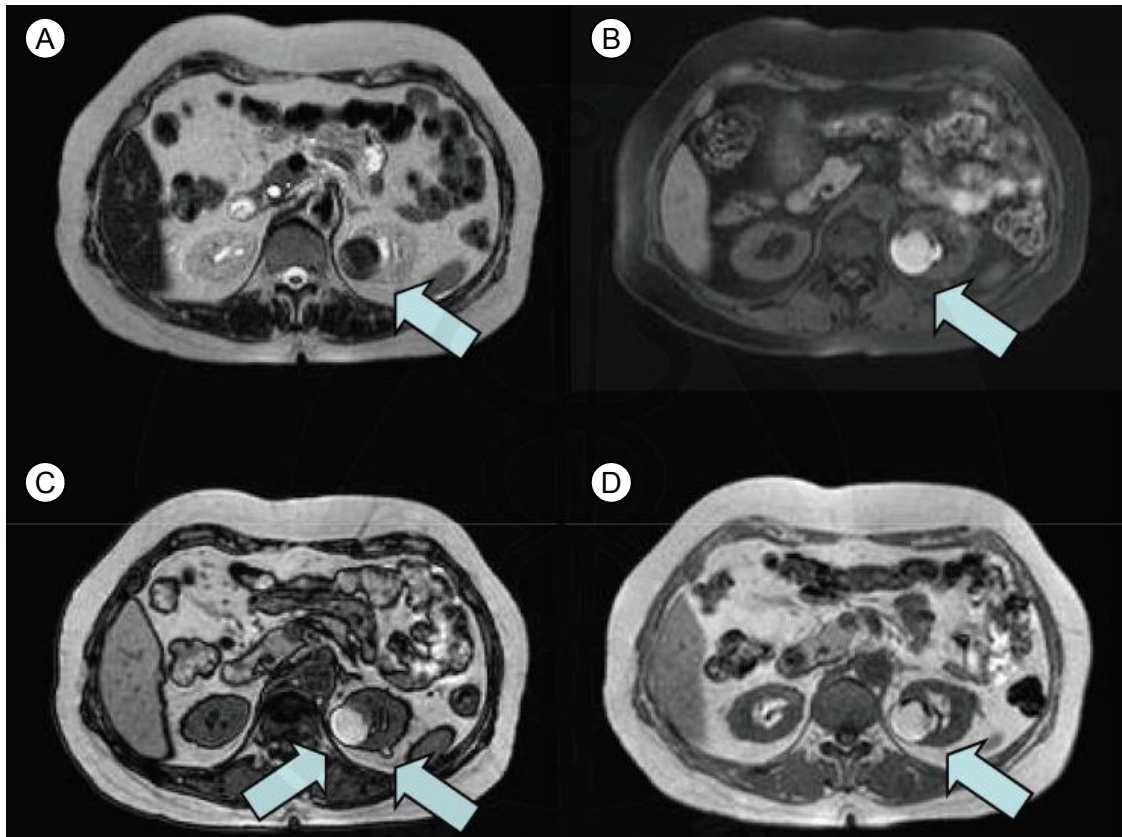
(A) T2, (B) T1 fat setting, (C) T1 GRE, (D) T1. About 3.8 cm sized cystic mass with mixed components suggesting cystic angiomyolipoma and multiple cysts are seen (arrows) in MRI examination.
